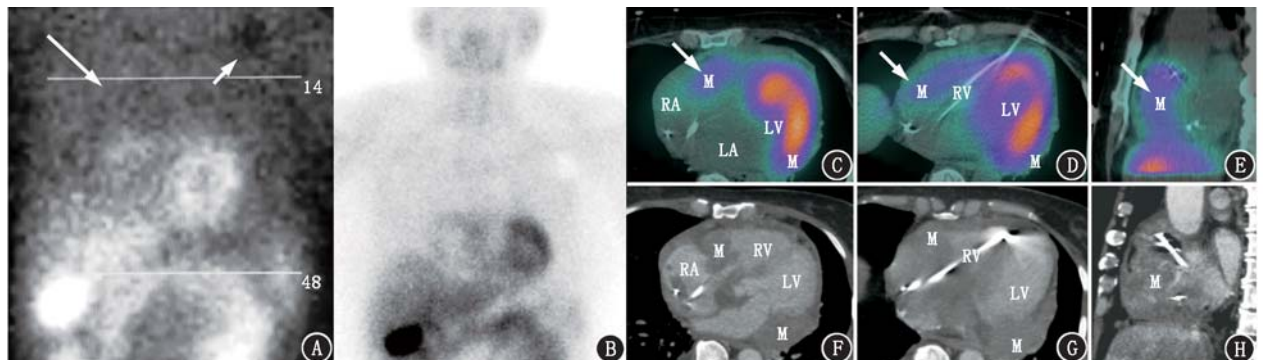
原发性心脏淋巴瘤患者(女,64岁) $^{99}\text{Tc}^{\text{m}}$ -甲氧基异丁基异腈(MIBI) SPECT/CT 图像及增强 CT 图像。A.心肌灌注原始电影图像示右心系统区域有大范围放射性摄取区(长箭头示),另可见心脏起搏器所在位置的放射性缺损区(短箭头示);B.后前位胸部平面采集显示右心系统显著增大,并见不规则环形摄取;C~E.心肌灌注显像轴位 SPECT/CT 融合图显示右心房、右心室和房室沟内(箭头示)异常软组织摄取;F~H.对应层面的心脏 CT 图像示异常摄取部位为右心房和右心室充盈缺损处;LA 为左心房, LV 为左心室, M 为肿块, RA 为右心房, RV 为右心室
